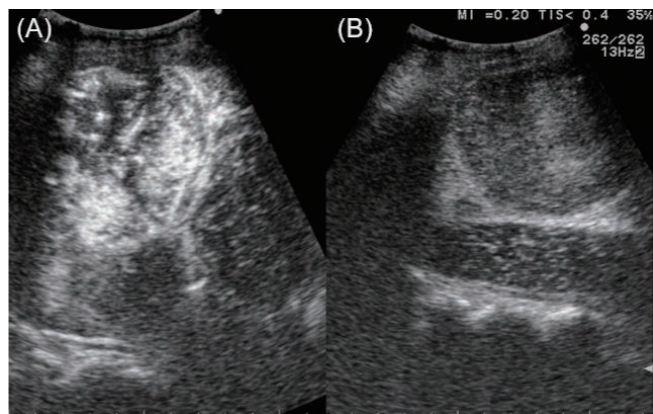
(A): 径50mm大の典型的肝細胞がんの造影超音波動脈相 (B): 同後期相
